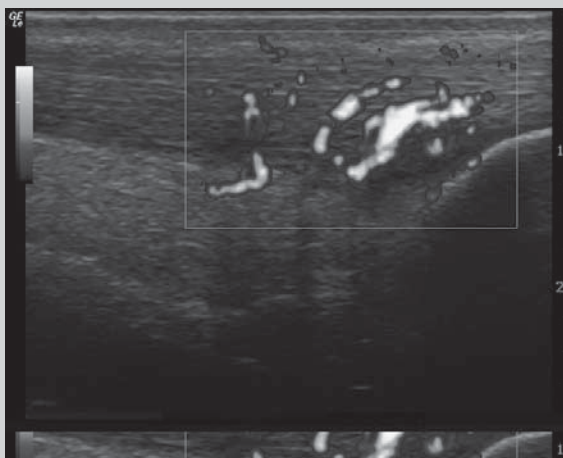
Al aplicar el Doppler Power, se aprecia un gran número de neovasos que invaden la porción distal del tendón
